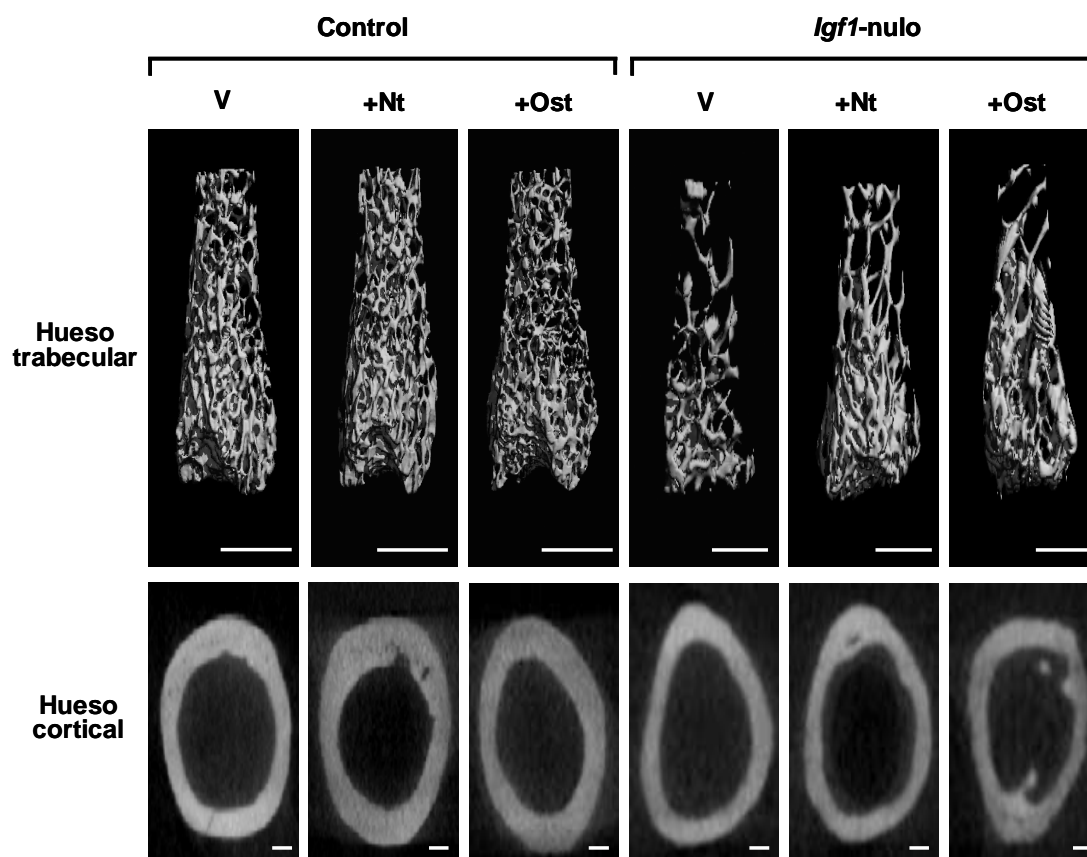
Estructura ósea en ratones control e *Igf1*-nullos, con o sin tratamiento con PTHrP. Imágenes representativas de μ CT del hueso trabecular y cortical del fémur distal en ratones de ambos genotipos, tratados o no con PTHrP (1-36) (Nt) u osteostatina (Ost). Las imágenes fueron ajustadas a una apariencia semejante para facilitar la comparación visual entre ratones control o *Igf1*-nullos, dado que en estos últimos el hueso es significativamente menor. De este modo, la escala del hueso trabecular (fotografías superiores) representa 1 y 0,5 mm, y en el caso del hueso cortical (fotografías inferiores), 200 y 100 μ m, para ratones control e *Igf1*-nullos, respectivamente.
